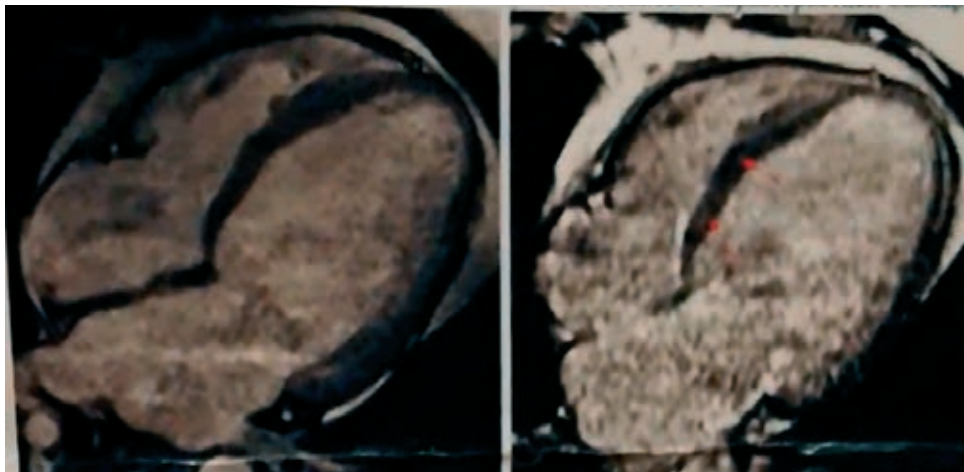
Початкова МРТ серця.
